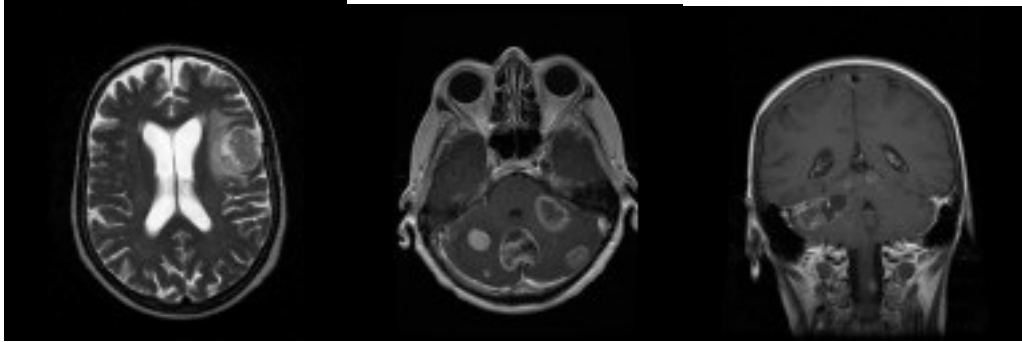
Axiales MRT-Bild des Gehirns (T2-gewichtet) zeigt einen prominenten Tumor im Parietallappen mit niedriger Dichte. Signal um die Tumormasse entspricht einem Ödem bei einer 51-jährigen Patientin mit Ovarialkarzinom.
